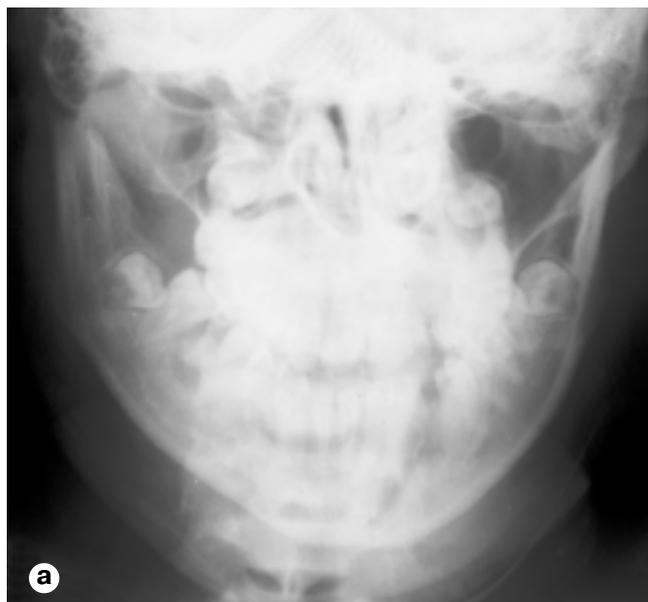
Обзорная рентгенограмма нижней челюсти: перелом мыщелковых отростков со смещением, перелом тела (а); ортопантомограмма нижней челюсти после репозиций и фиксации титановыми минипластинами (б).
